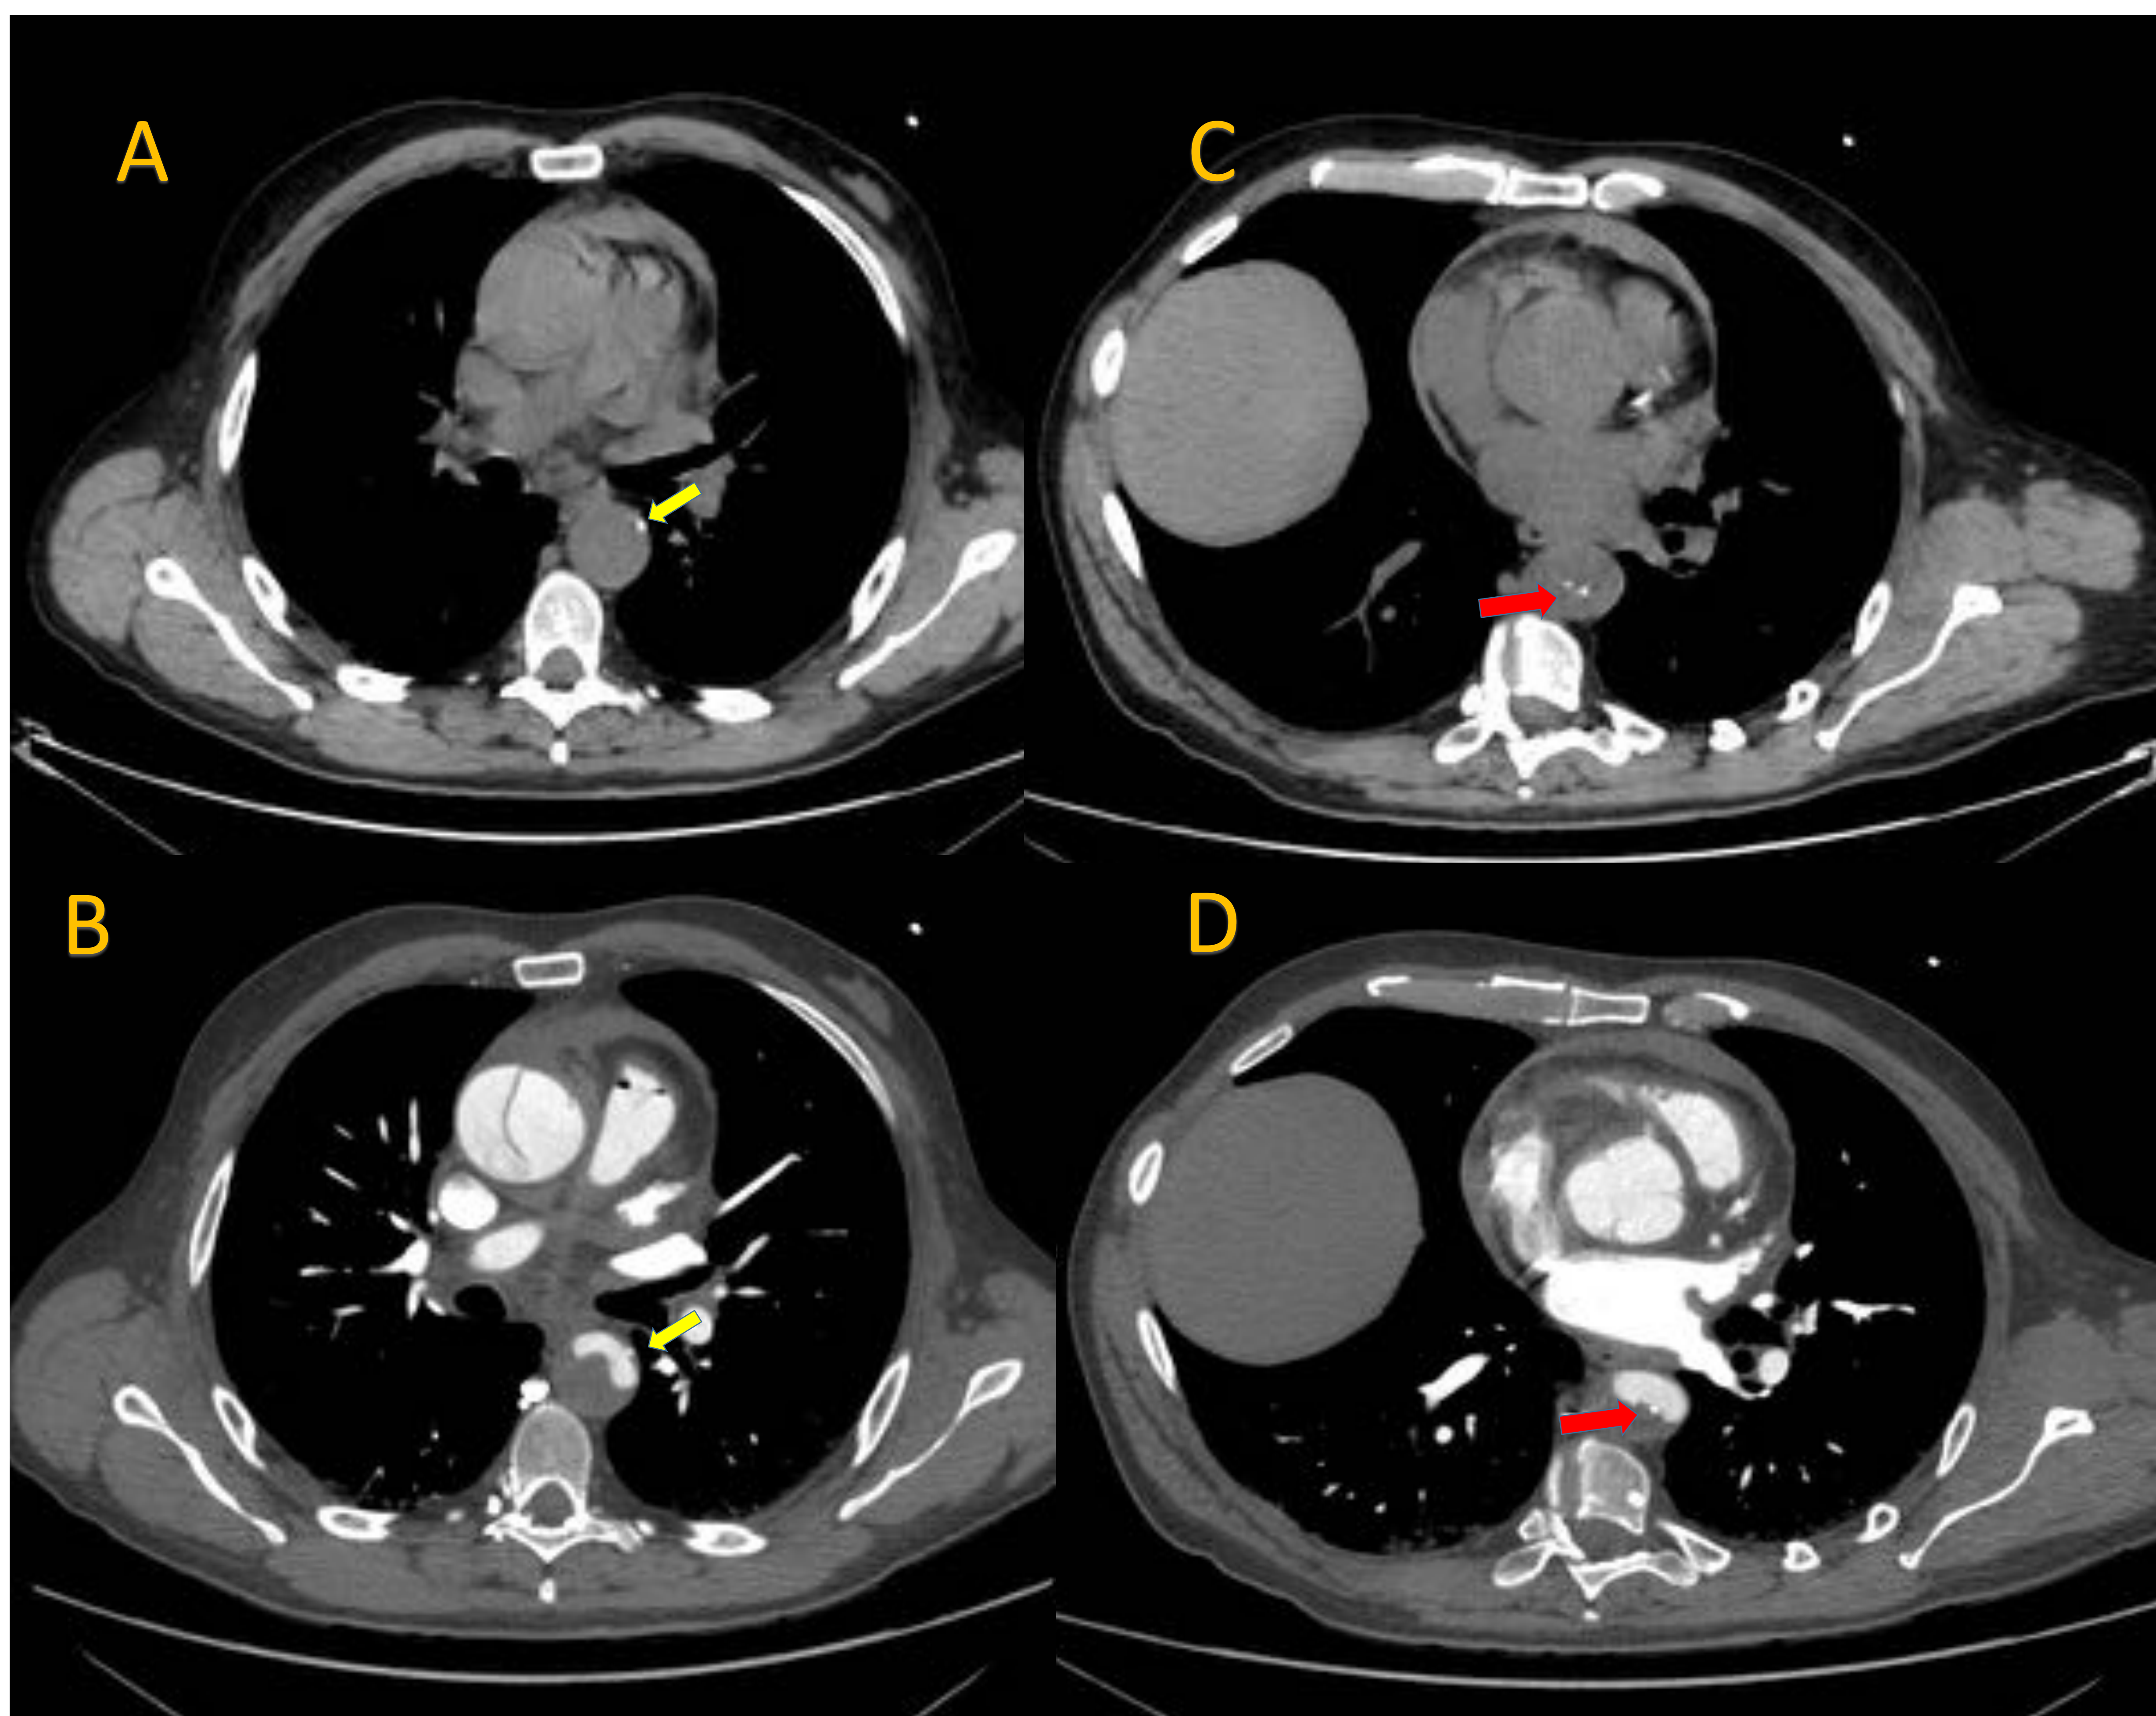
TC tórax, abdomen y pelvis sin contraste. Cortes axial (A) y oblicuo (C). TC tórax, abdomen y pelvis con contraste en fase arterial. Cortes axial (B) y oblicuo (D) de una disección de aorta tipo A de Stanford. Hospital Universitario Nuestra Señora de Candelaria.
